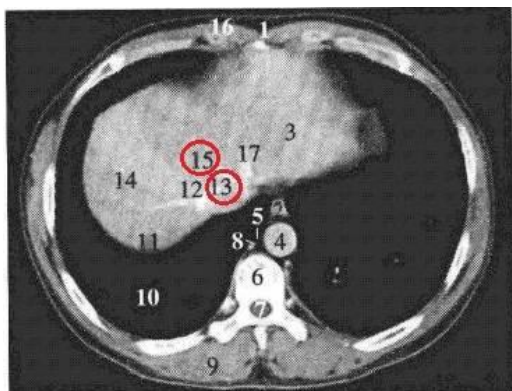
经第二肝门的横断层 CT 强化扫描图像
